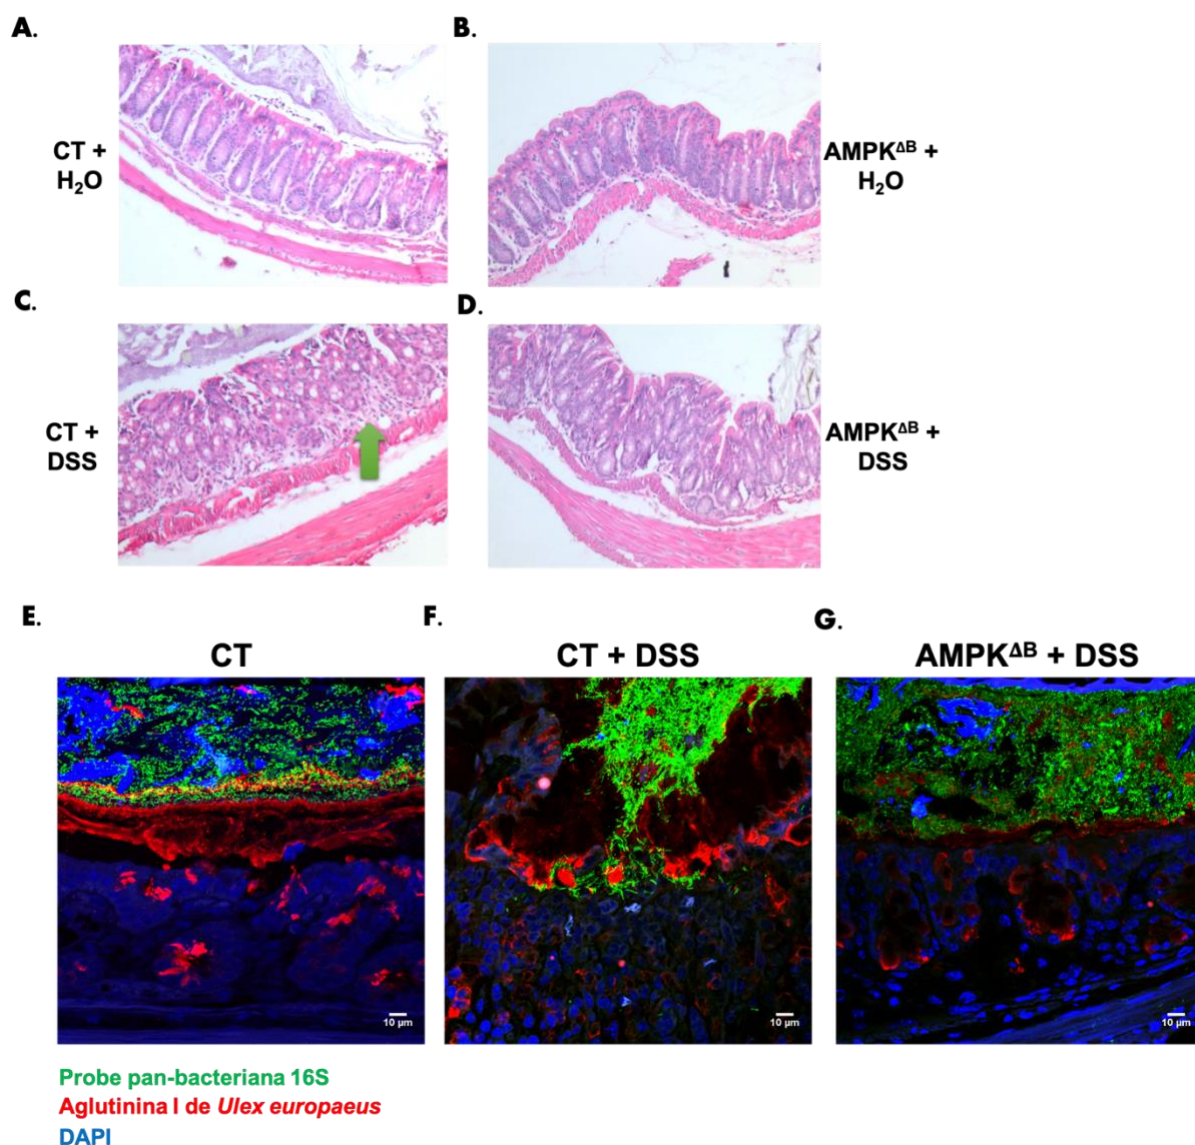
Análise histopatológica do cólon de camundongos CT e AMPK^{ΔB} submetidos à colite experimental aguda por DSS. Camundongos CT ou AMPK^{ΔB} foram submetidos à colite experimental pela adição de 3% de DSS na água de beber continuamente por 7 dias. A-D. Os animais foram avaliados quanto à arquitetura e ao processo inflamatório encontrados nos tecidos. Animais CT (A) e AMPK^{ΔB} (B) saudáveis apresentaram epitélio regular e criptas uniformes. Já os animais CT + DSS (C) apresentaram epitélio irregular com depleção acentuada de criptas comparados aos animais AMPK^{ΔB} + DSS (D). A seta verde aponta focos de hiper celularidade na lâmina própria. Fotomicrografias obtidas com objetiva de 20x. E-G. Avaliação da arquitetura intestinal através da marcação do núcleo predominantemente de células epiteliais (DAPI – azul), presença e localização de bactérias (Probe pan-bacteriana 16S; verde) e presença de muco/células produtoras de muco (aglutinina I de *Ulex europaeus*; vermelho) através da técnica de hibridização fluorescente *in situ* (FISH). E. Arquitetura normal do cólon de camundongo CT saudável. F. Ausência de muco separando bactérias e epitélio, promovendo contato íntimo direto entre bactérias e epitélio intestinal, com focos de infiltração na lâmina própria. G. Diminuição da produção de muco e proximidade das bactérias ao epitélio intestinal, mas sem focos de invasão ou danos à arquitetura epitelial. As fotomicrografias foram obtidas com objetiva de 40x. Estes dados são representativos de um experimento. n=3-5 animais por grupo. AMPK^{ΔB}: camundongos com células B CD19⁺ deficientes de AMPK; CT: controle; DSS: dextran sulfato de sódio.
